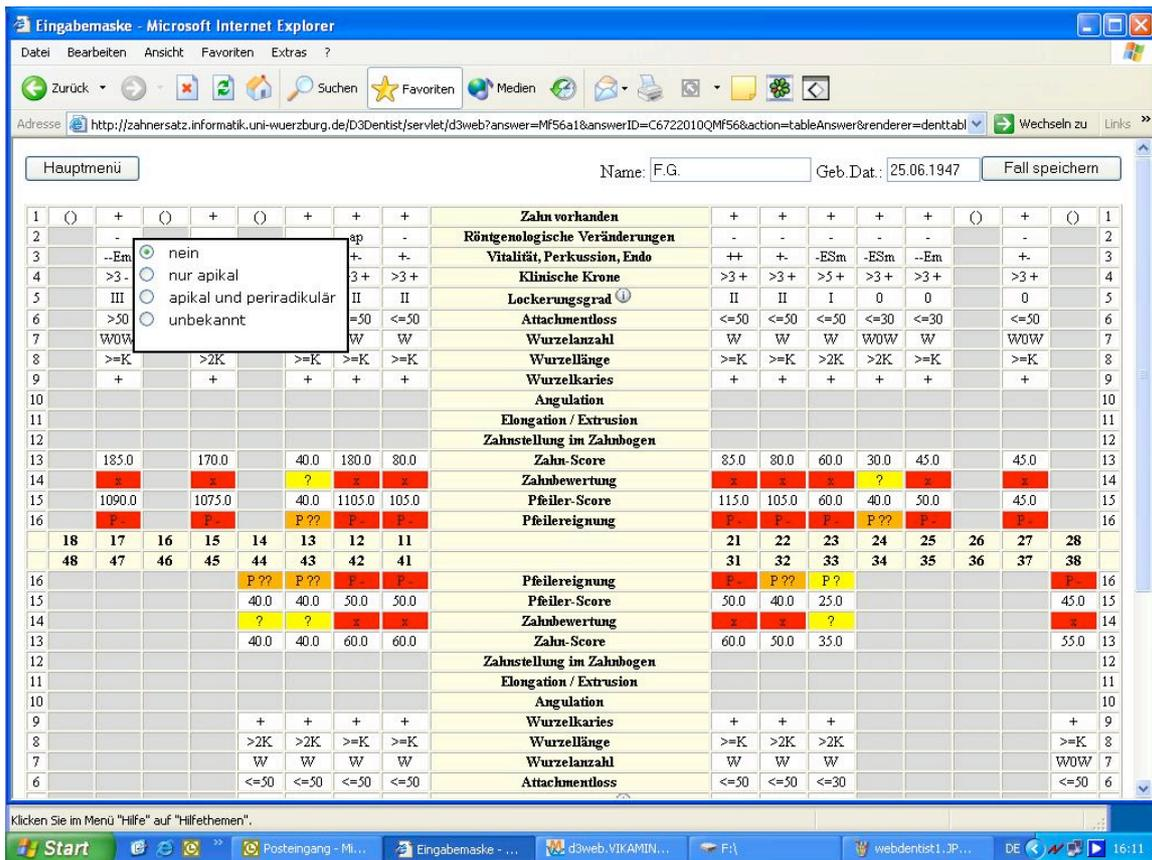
Screenshot Datenmaske mit geöffnetem Pop-Up-Fenster „Röntgenologische Veränderung“
